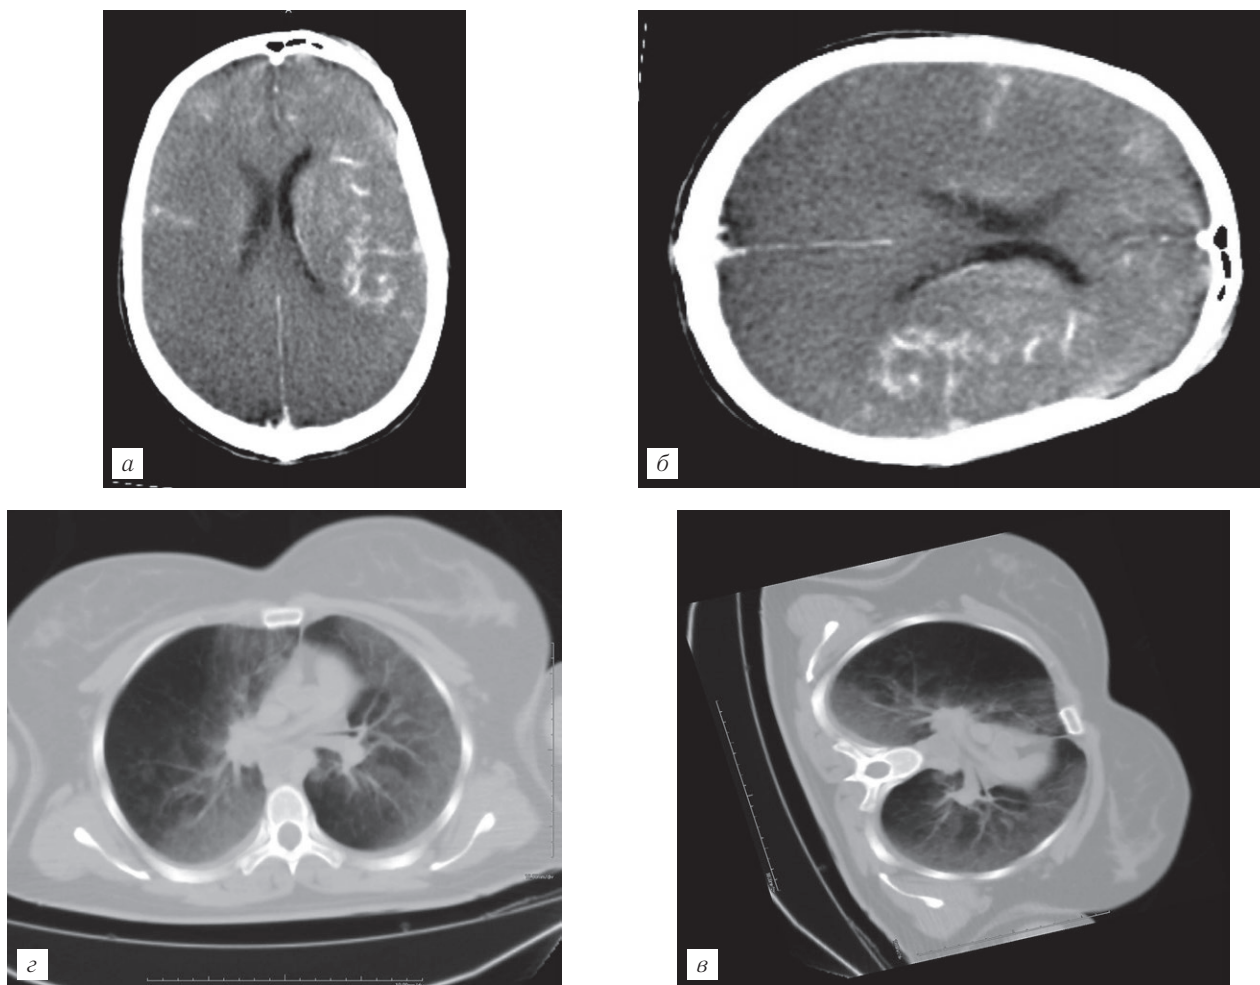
ПМКТ головы и груди. Трупные гипостазы в головном мозге и легких симулируют патологию. Для правильной интерпретации изображений (*а, в*) рентгенологу необходимо знать, что труп длительное время лежал на диване на левом боку, а его голова свешивалась вниз. Посмотрев на КТ-изображения с учетом этого факта, многое становится понятным (*б, г*): *а* — гипостатическое скопление крови в головном мозге, более выраженное в области височной доли левого полушария; *б* — интерпретация результатов КТ с учетом позы трупа. Трупные гипостазы симулируют кровоизлияние; *в* — гипостатическое скопление крови в легких, больше слева, может симулировать патологию, если не учитывать то, что труп лежал на левом боку; *г* — интерпретация результатов КТ с учетом позы трупа. Трупные гипостазы в легких симулируют патологию легких [18].
